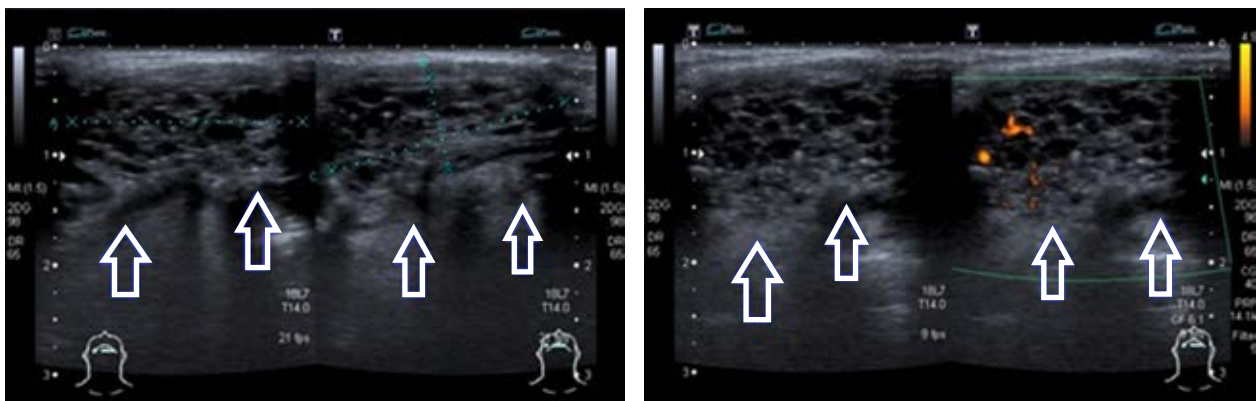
Ultrasonido Doppler color que muestra presencia tiroidea ectópica de situación sublingual, múltiples imágenes hipoecogénicas redondeadas, Doppler color con flujo intralesional.
